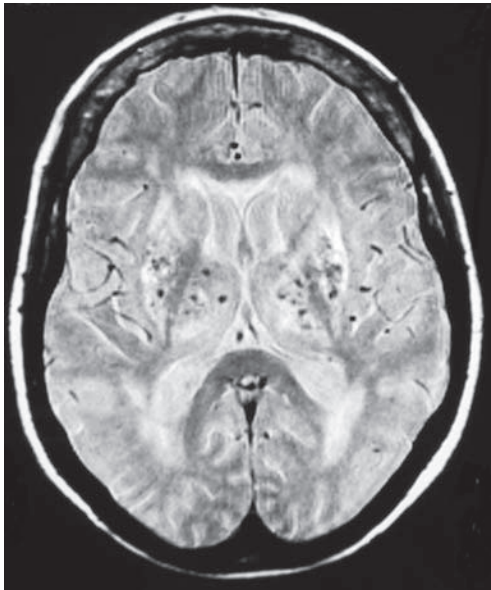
Paciente con antecedentes de hipertensión arterial. Secuencia de resonancia magnética de eco de gradiente. Presencia de múltiples microsangrados en ganglios basales.
